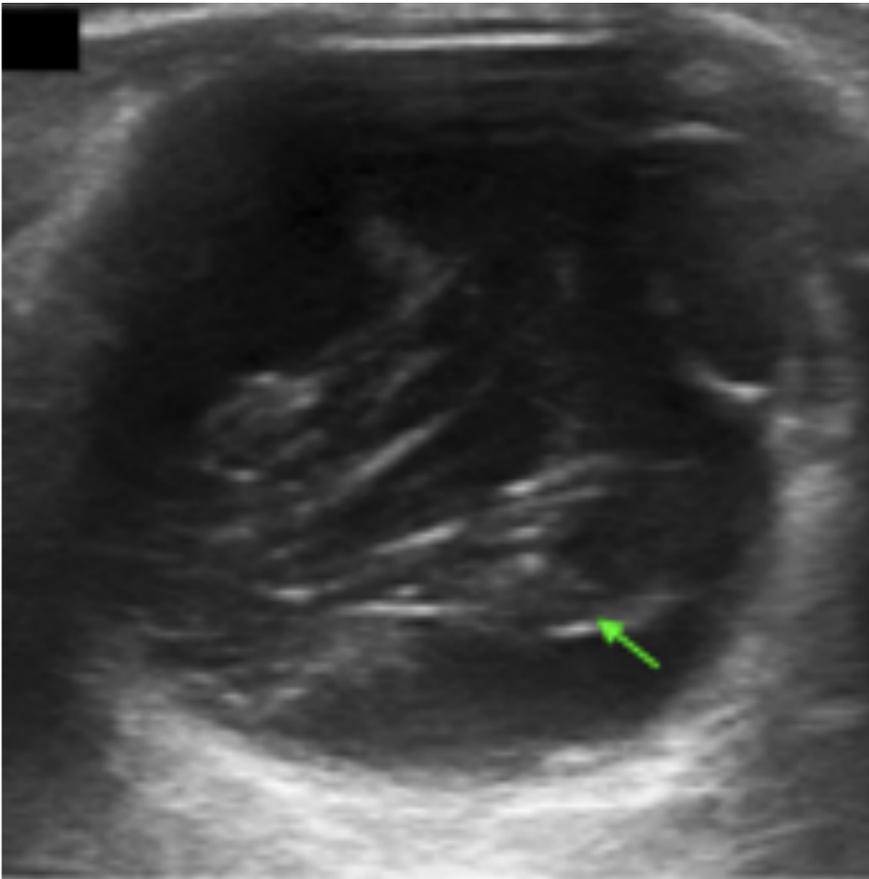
Hemorragia vítrea crónica. Paciente de 50 años que tuvo una hemorragia hace 4 meses. En la ecografía ocular visualizamos múltiples membranas ecogénicas (flecha verde), que corresponden a coágulos de fibrina flotando en el humor vítreo.
